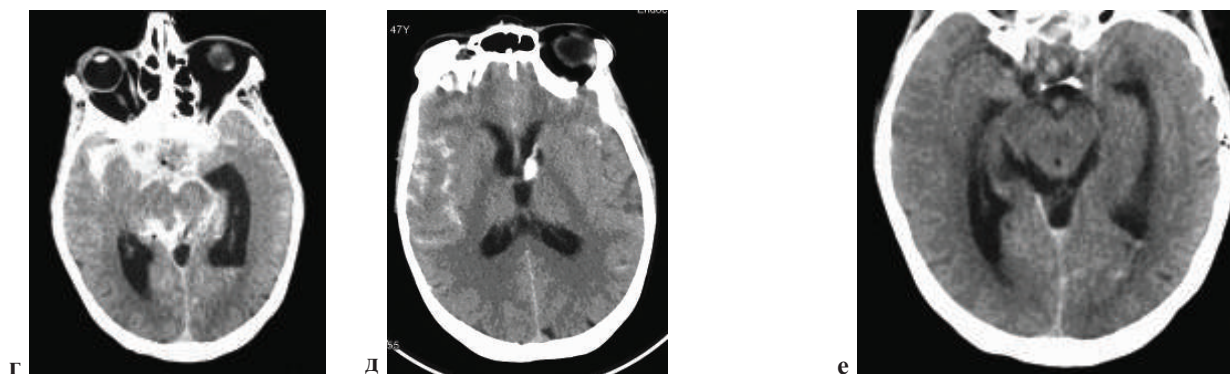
(г, д): при проведении КТ исследования через несколько часов после операции выявлено кровоизлияние в остатки опухоли, субарахноидальное кровоизлияние с прорывом в желудочковую систему.
